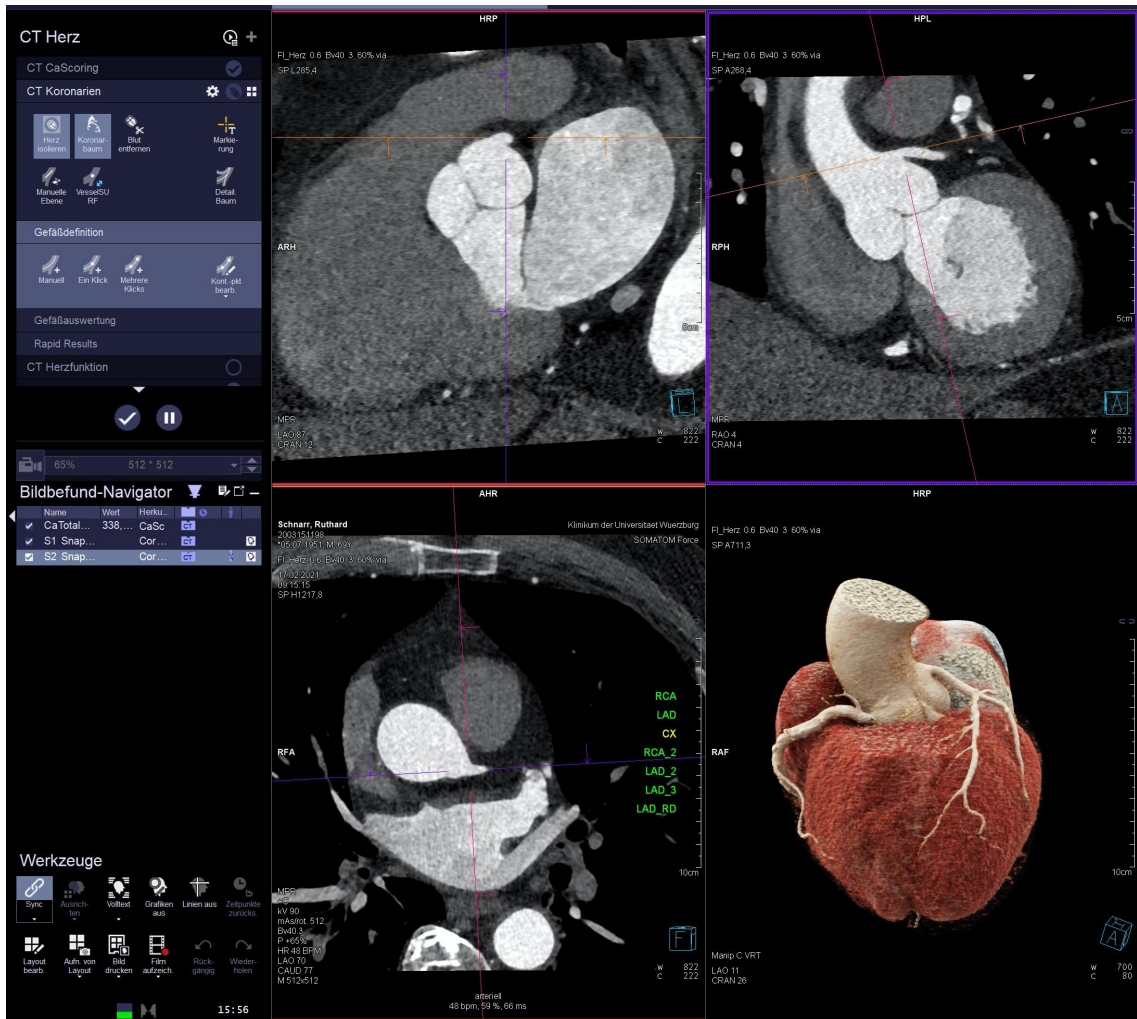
Einstellung des rechten ostialen Gefäßabschnittes mithilfe multiplanarer Reformation (MPR) der Herz-CT Aufnahmen.
